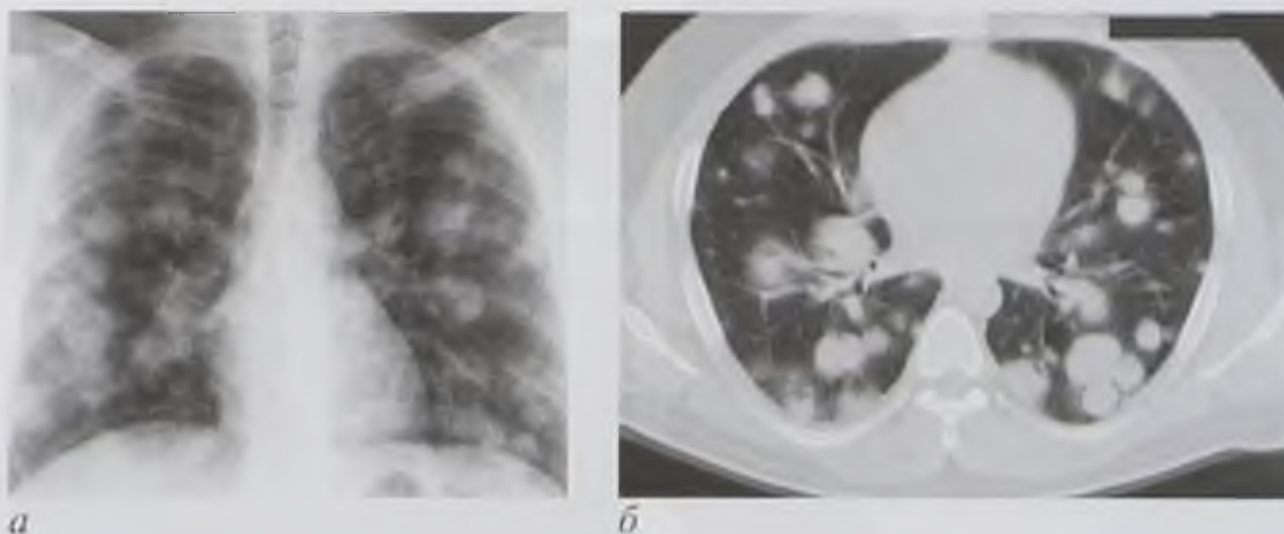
Рентгенограмма в прямой проекции (а) и компьютерная томограмма (б). Множественные метастазы в легких
